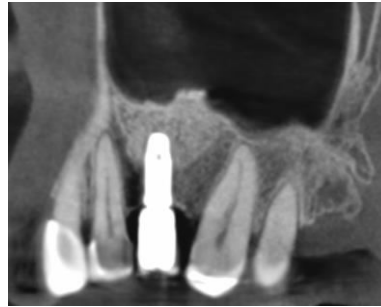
Tomografia Inicial (T_1) – Após 1 ano de carga protética sobre implante.
